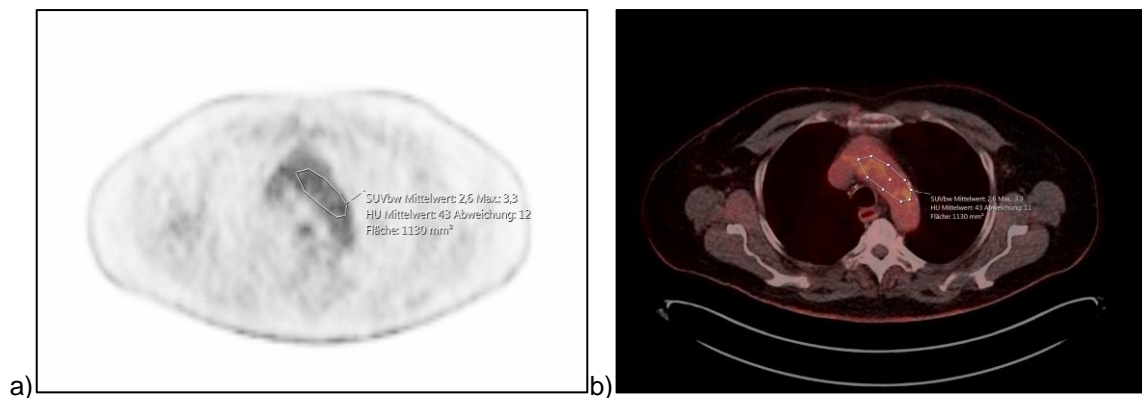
Messung des mittleren SUV ( $SUV_{\text{mean}}$ ) des mediastinalen Blutpools mit VOI in der Aortenbogen a) PET in axialer Schnitfführung, b) Fusionierte PET/CT in axialer Schnitfführung
